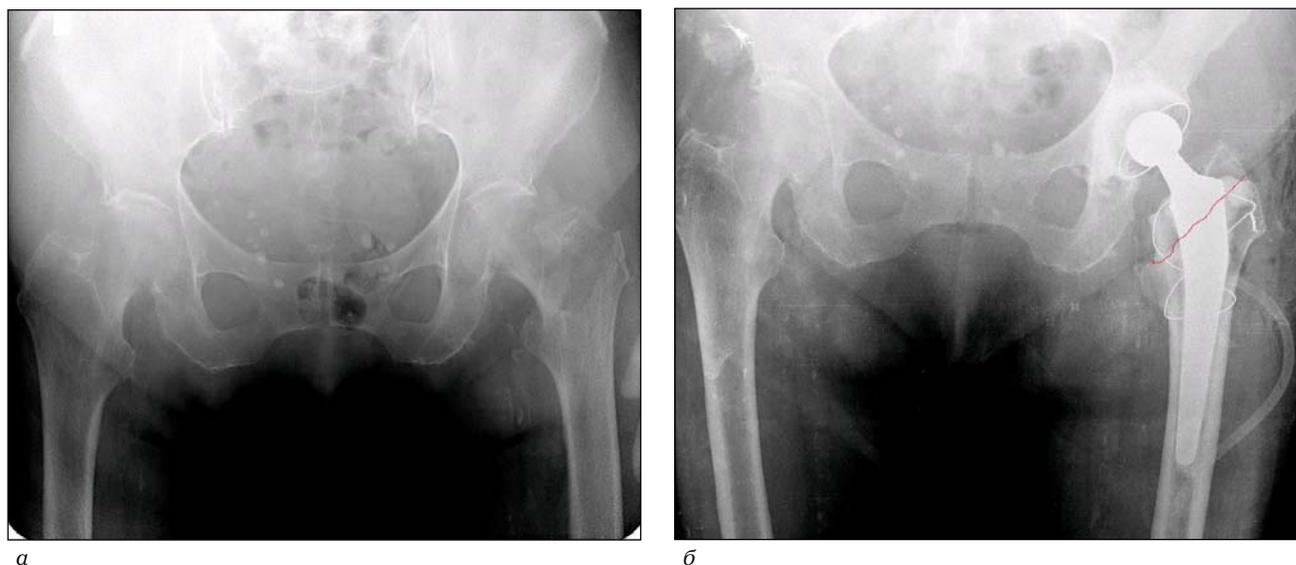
Рентгенограммы больного Г., 74 лет, оскольчатый чрезвертельный перелом левой бедренной кости со смещением, тип А2.2: *а* — до операции; *б* — после тотального цементного эндопротезирования с фиксацией костных отломков 8-образной серкляжной проволочной петлей по оригинальной методике (приоритетная справка № 2015115095 от 23 апреля 2015 г.)
